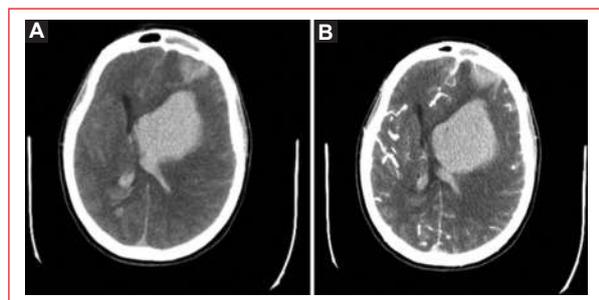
Cortes axiales de tomografía computada de cráneo simple (A) y contrastada (B). Se observa un hematoma intraparenquimatoso en el lóbulo frontal izquierdo, con irrupción del sistema ventricular supra- e infratentorial, y desviación de la línea media. Sin evidencia de malformación aneurismática ni de malformación arteriovenosa.
